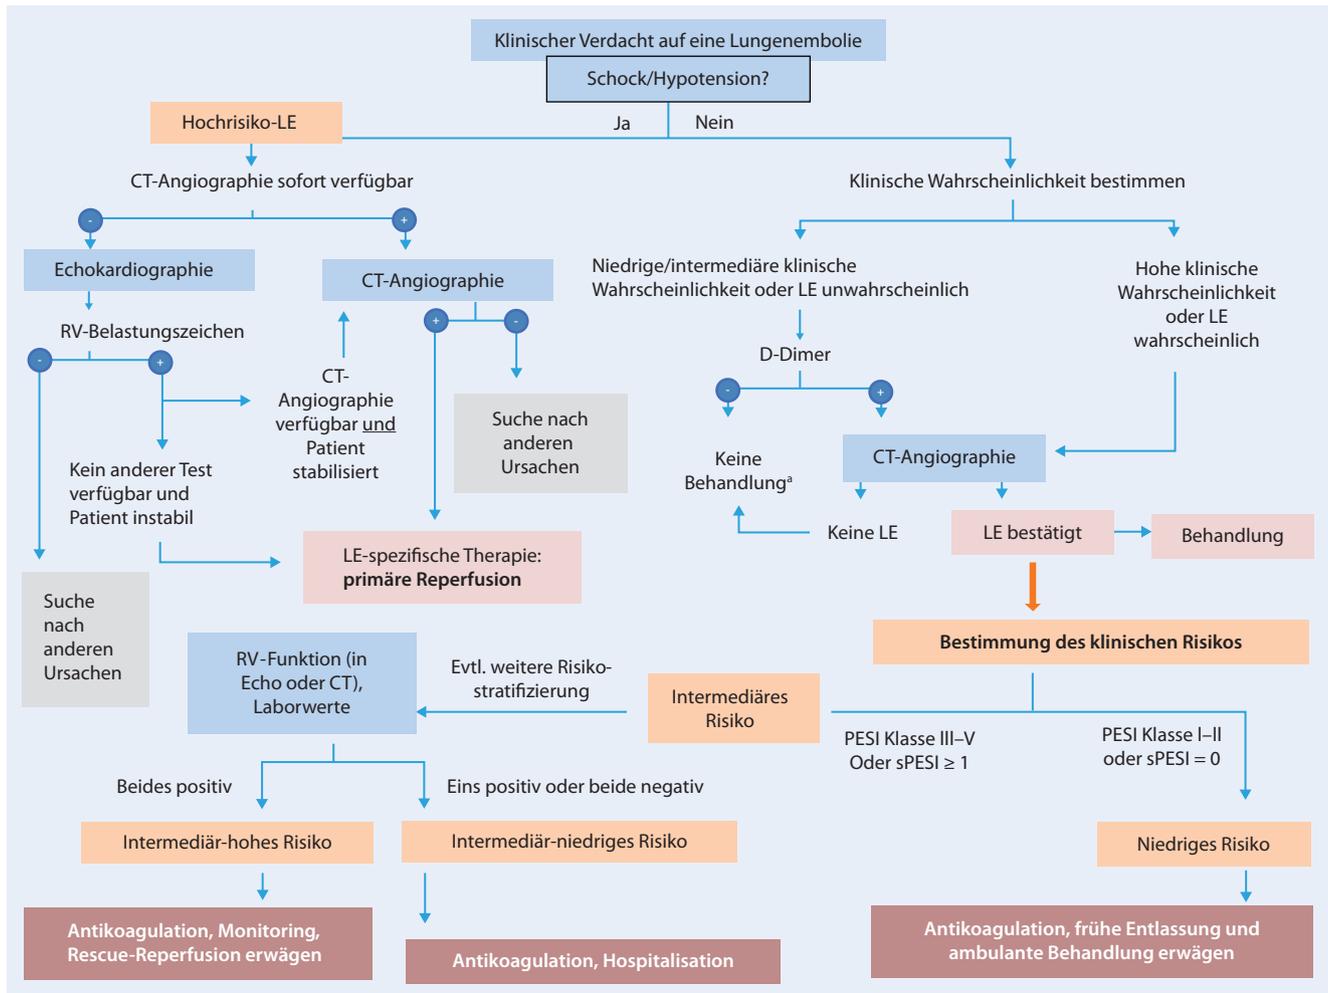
▲ Algorithmus bei Verdacht auf Lungenembolie sowie Bestimmung des klinischen Risikos mit risikoadaptierter Therapie (CT Computertomographie, Echo echokardiographische Untersuchung, LE Lungenembolie, PESI „pulmonary embolism severity index“, RV rechtsventrikulär; ^aBehandlung bezieht sich auf die Behandlung einer Lungenembolie). (Modifiziert nach [1]).
